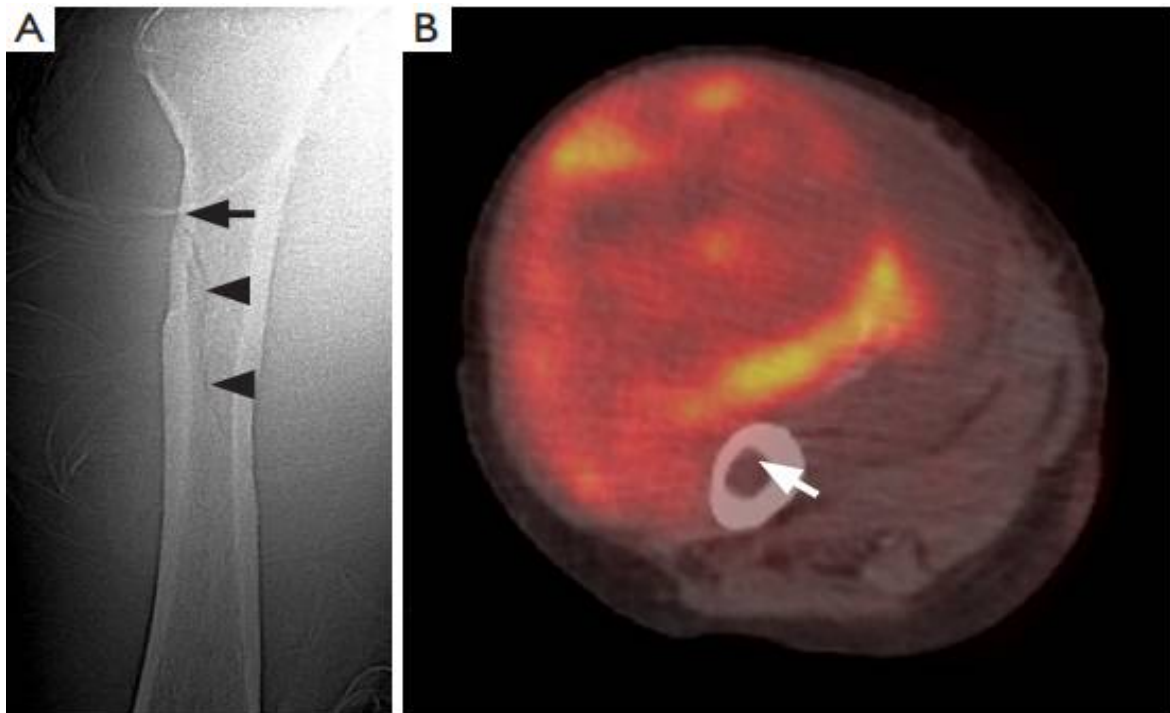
La radiographie simple (A) montre une érosion par pression lisse et un amincissement de la corticale latérale (flèche noire), avec une fracture pathologique non déplacée (pointes de flèche). L'image TEP-TDM 18F-FDG fusionnée (B) montre une masse hypermétabolique (SUV max 25,1) avec érosion et amincissement du cortex (flèche blanche) [37]
